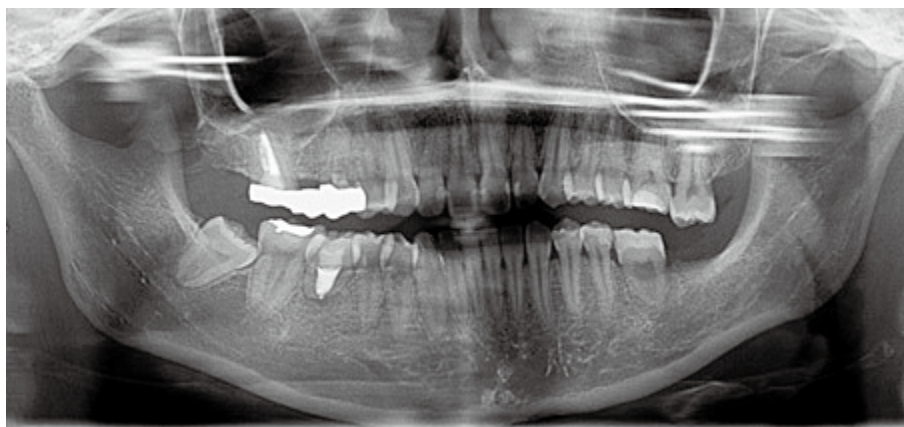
Panoramic radiograph six months after transplantation
